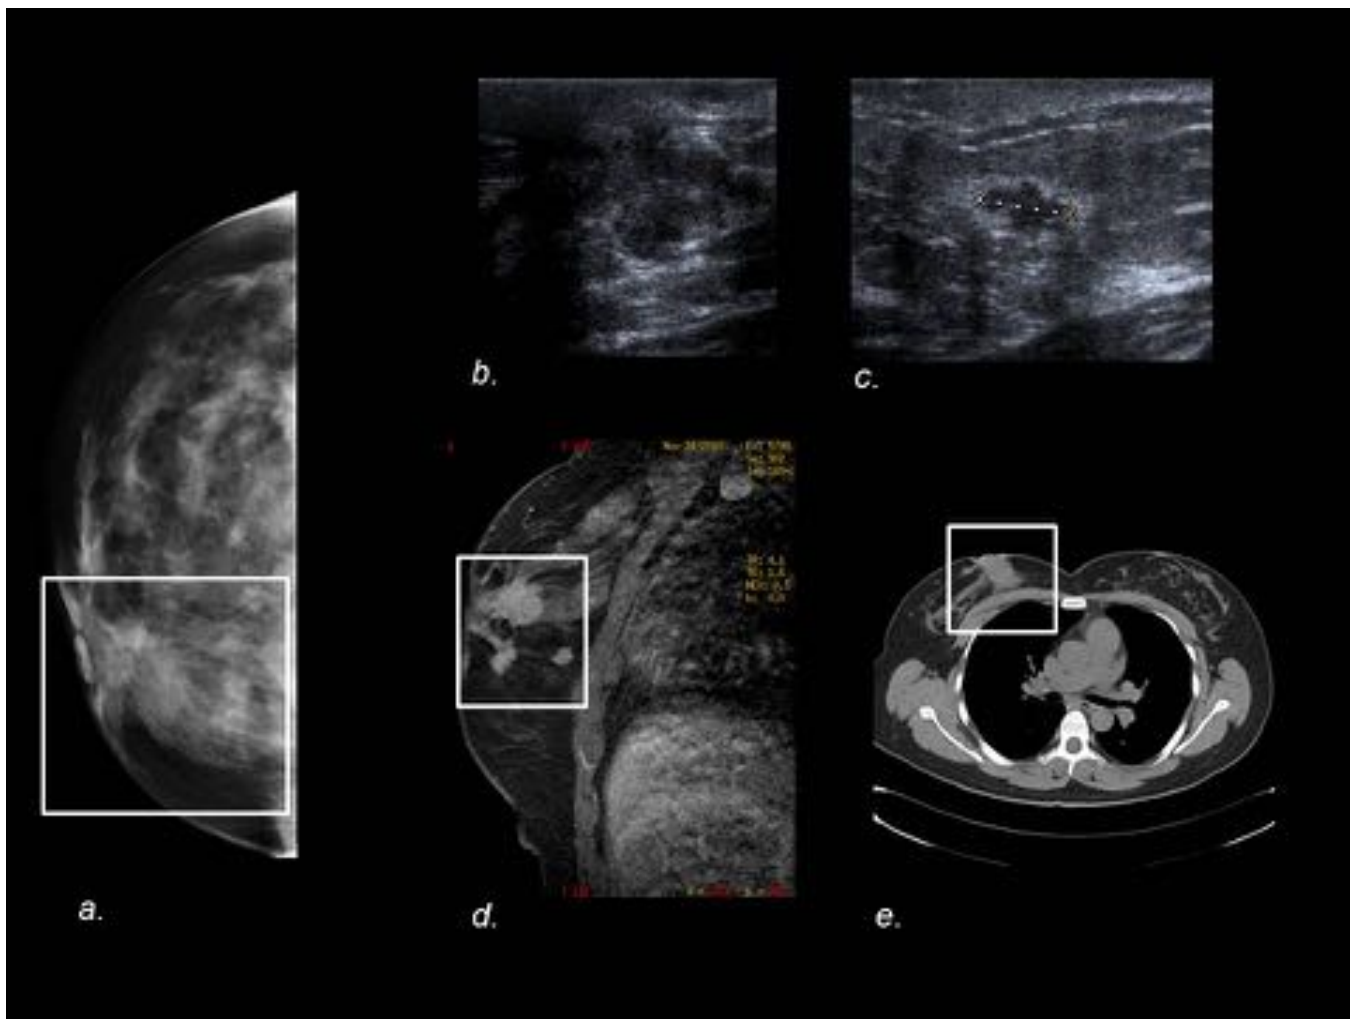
La proyección CC derecha (a) evidencia una masa retroareolar mal definida. En ecografía (b,c) se visualiza una masa sólida retroareolar de contorno irregular (b) y dos nódulos adicionales (c) sospechosos de malignidad (se muestra uno de ellos). Imagen de RMN 3D T1 con gadolinio (d) que muestra masas de contornos irregulares en región retroareolar derecha. En TC (e) es igualmente visible la masa retroareolar. En la biopsia quirúrgica se halló un CDI multicéntrico.
